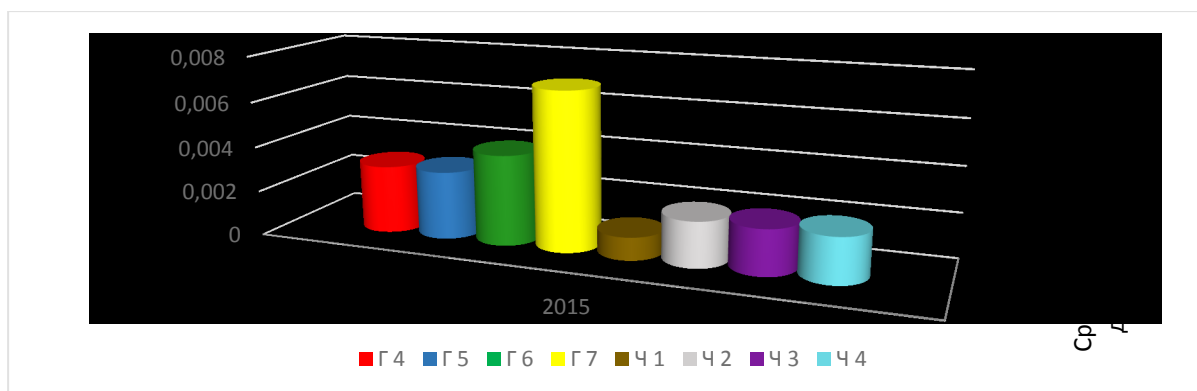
Медианное значение средней индивидуальной дозы пациентов на одно рентгенологическое исследование в лечебных учреждениях стоматологического профиля г. Самара в 2015 г. (Median value of an average individual dose of patients on one X-ray inspection in medical institutions of a stomatologic profile Samara in 2015)
